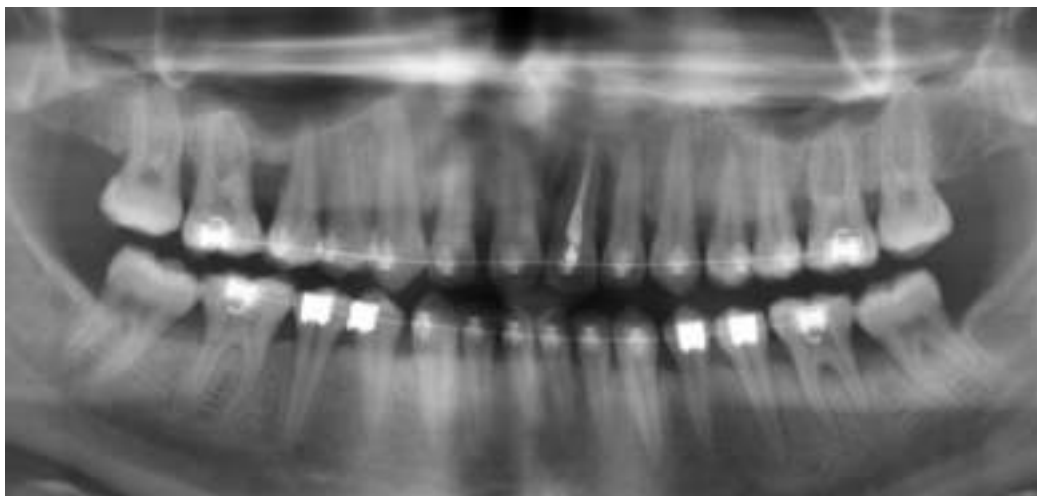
Ортопантомограма хворої Г. на етапі ортодонтчного лікування (22.03.2018 р.)
